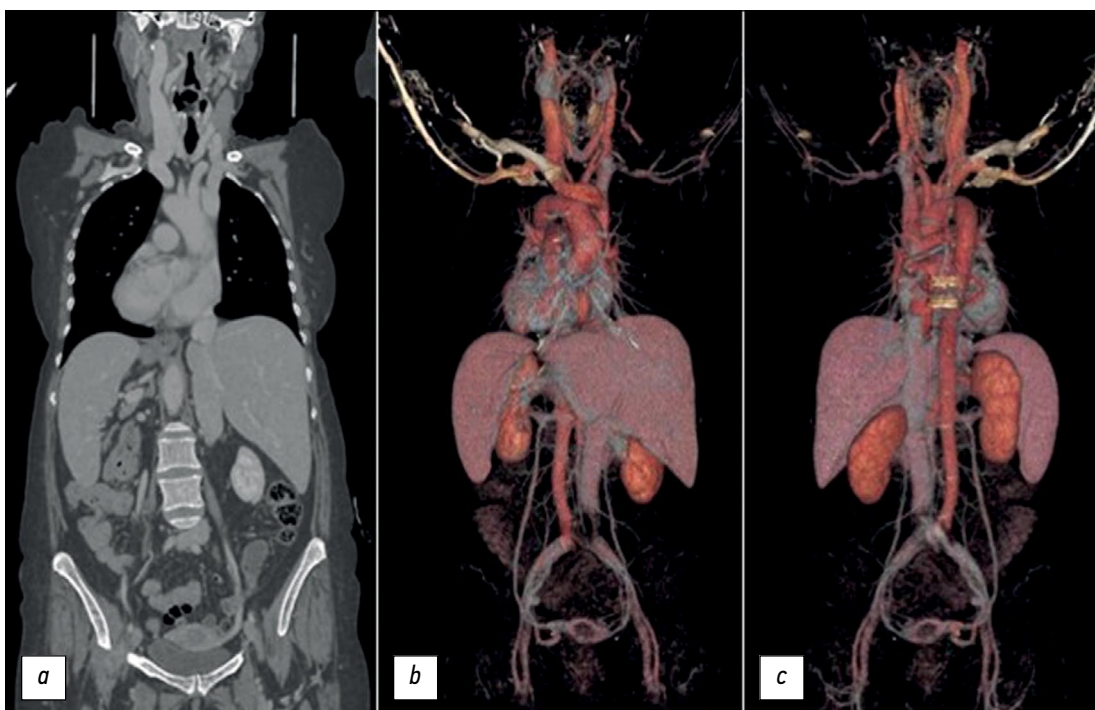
Situs inversus totalis* в корональной проекции: *a* — компьютерная томография; *b* — объёмная визуализация (спереди); *c* — объёмная визуализация (сзади).
